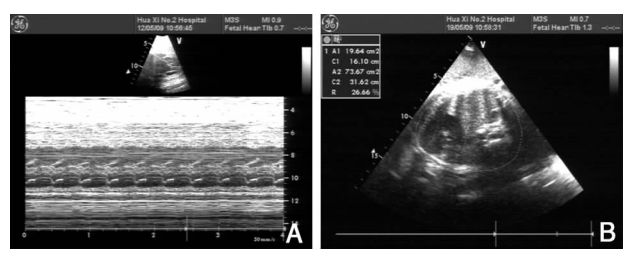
治疗后胎儿超声心动图 A: 室性心律, 房室 1:1 传导, 心率 138 次/min; B: 心胸面积比为 0.33。
